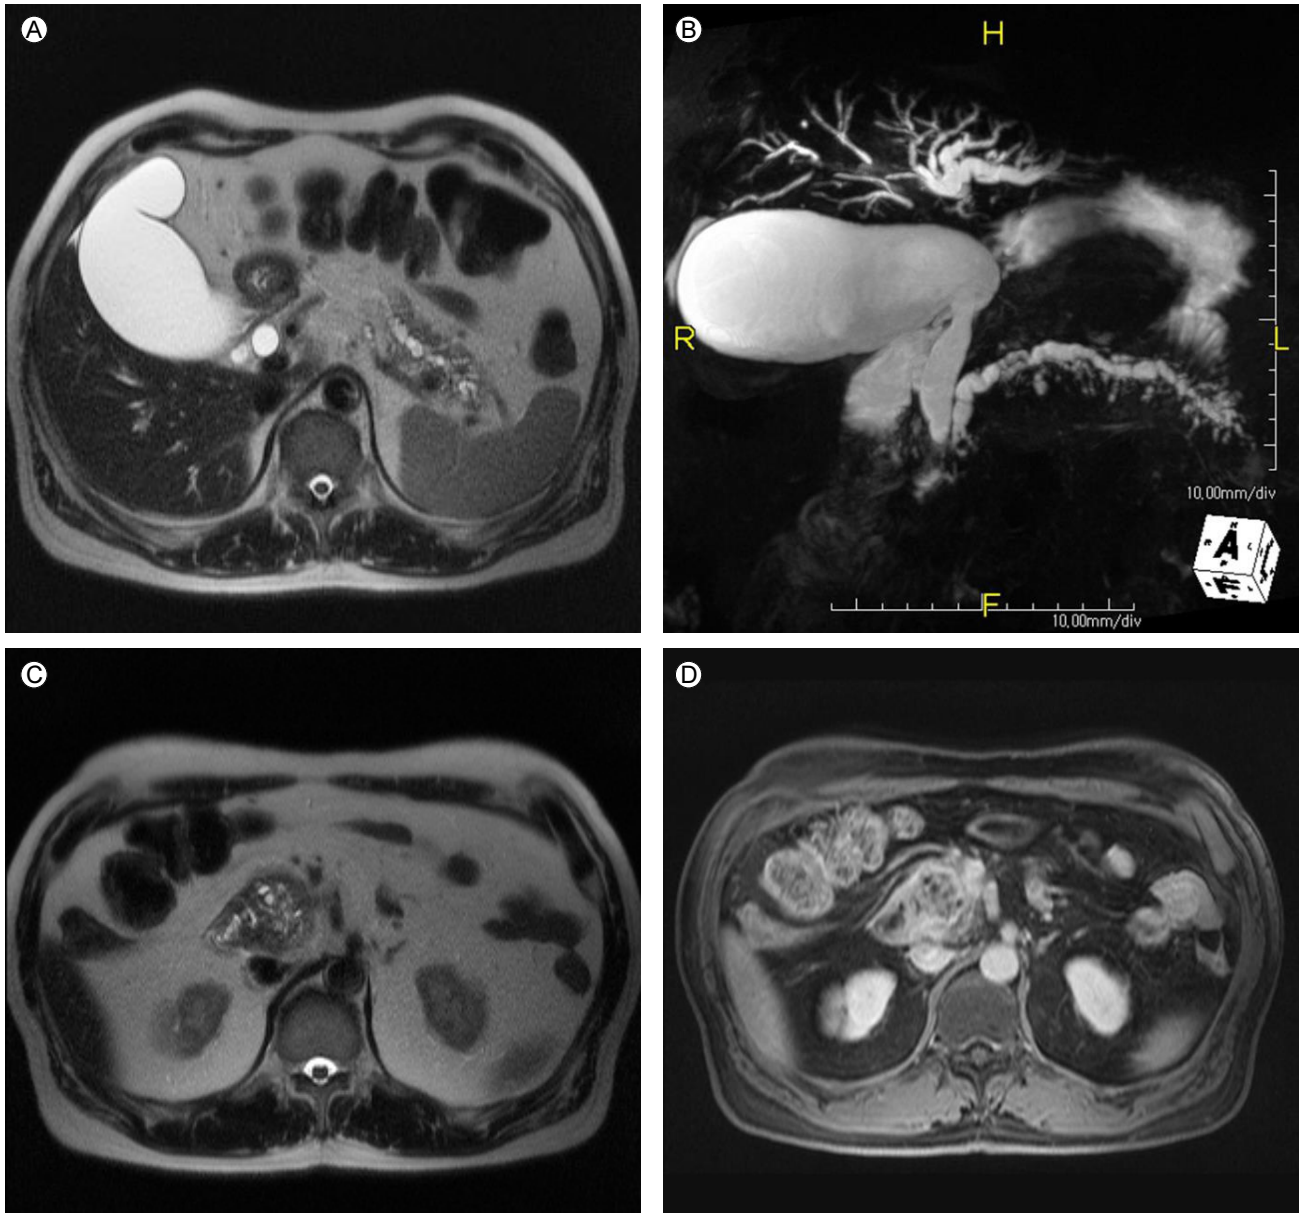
Main duct IPMN with malignant transformation of the pancreas head. T2-weighted axial MR image (A) shows diffuse main pancreatic duct dilatation and multiple branch duct dilations. T2-weighted axial MR image (B) at pancreas head shows multiple clustered cystic mass with enhancing solid portions that is presented malignant transformation. MRCP (C) shows diffuse dilatation of main and branch ducts and also shows abrupt luminal narrowing of d-CBD and pancreatic duct of head portion due to tumor invasion. Fat saturated T1-weighted axial MR image (D) after gadolinium enhancement shows enhancing mural nodules in the clustered cystic mass at pancreas head.
